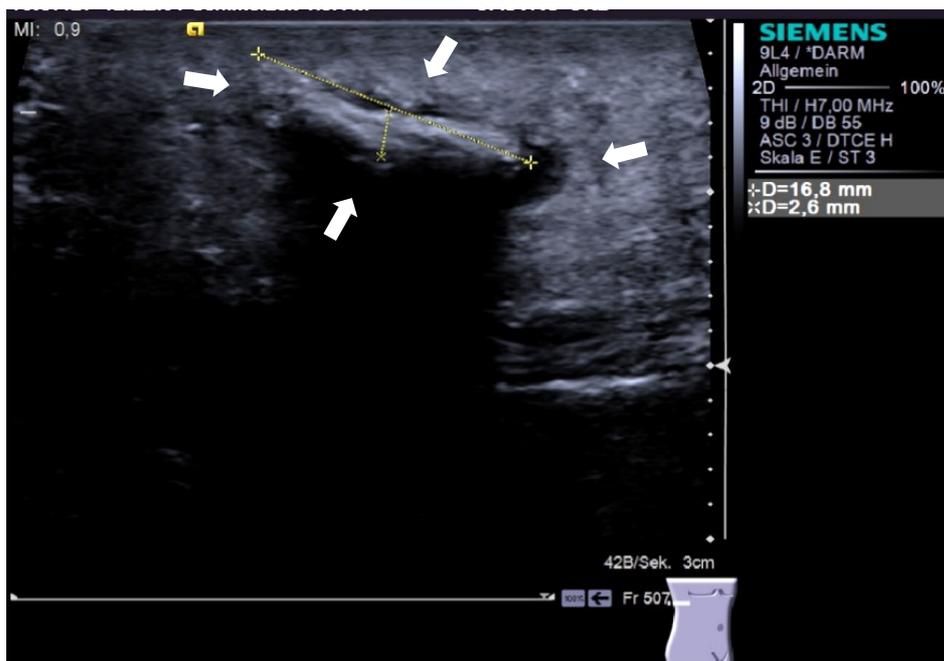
Myiasis bei einem Rucksack-Touristen aus Südamerika. Der klinische Verdacht lässt sich sonographisch beweisen. (Hochfrequenzschallkopf, linear)
